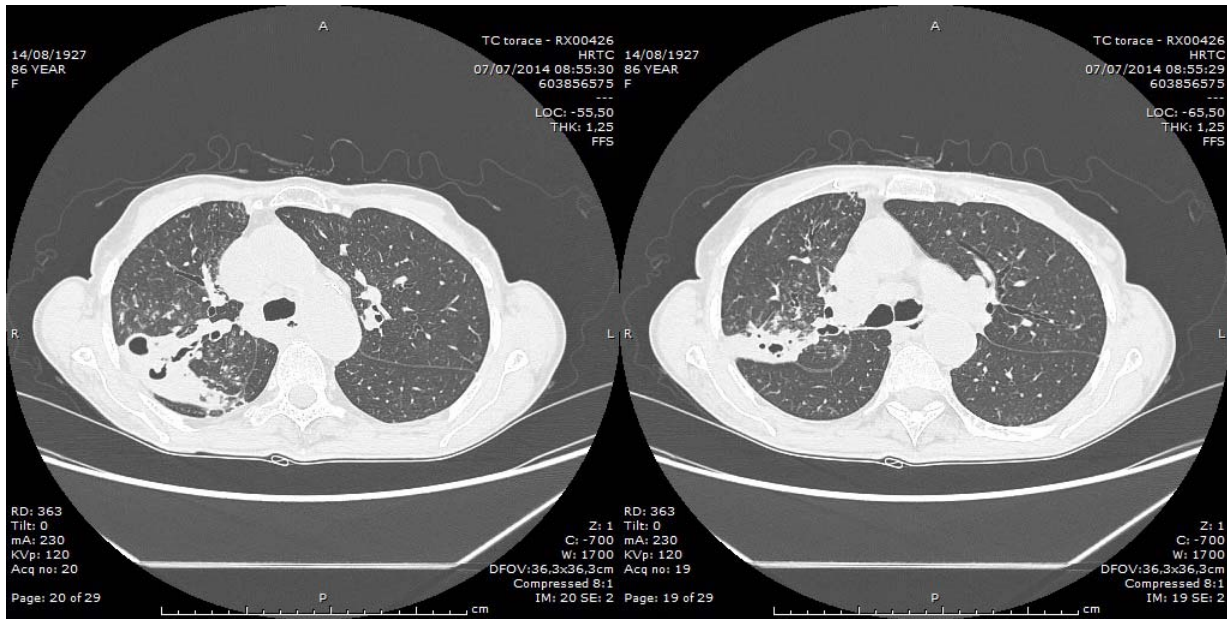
TC torace che mostra i grossi addensamenti parenchimali compatti a livello del lobo superiore destro
